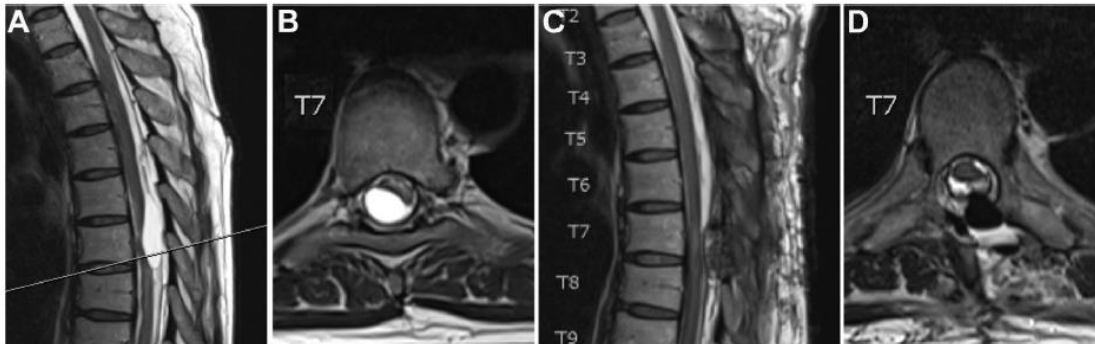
MRI σε ασθενή με υποσκληρίδιο αιμάτωμα του νωτιαίου μυελού
